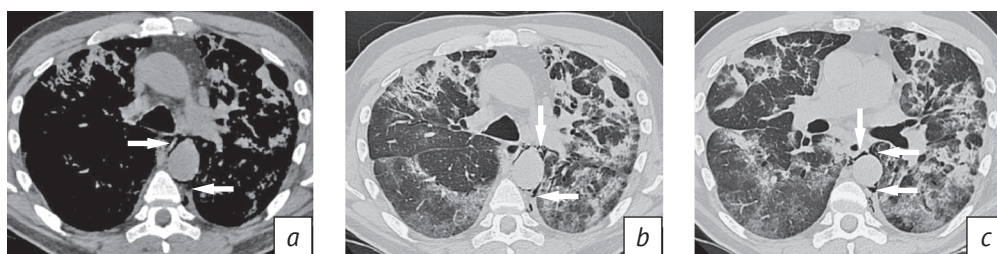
КТ органов грудной клетки у пациента с течением вирусной пневмонии (КТ3). На аксиальных КТ-изображениях определяется спонтанный пневмомедиастинум в виде наличия включений воздуха в средостении (а–с)
